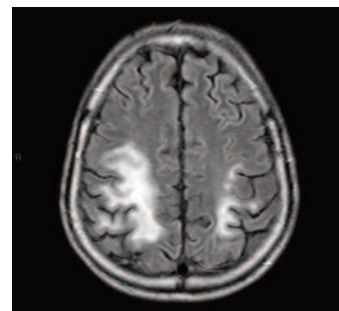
Immagine assiale FLAIR documenta iperintensità di segnale delle multiple alterazioni di segnale descritte in DWI.
